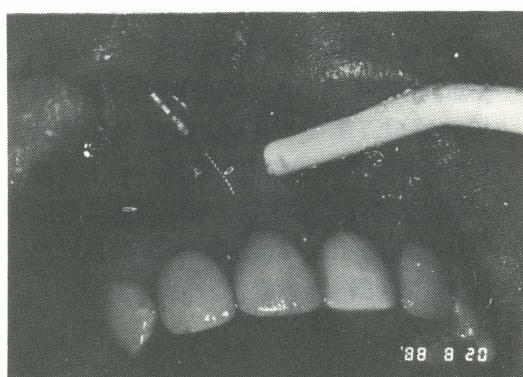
根管銼逆向插入門齒根管內，利用超音波原理操作情形。
